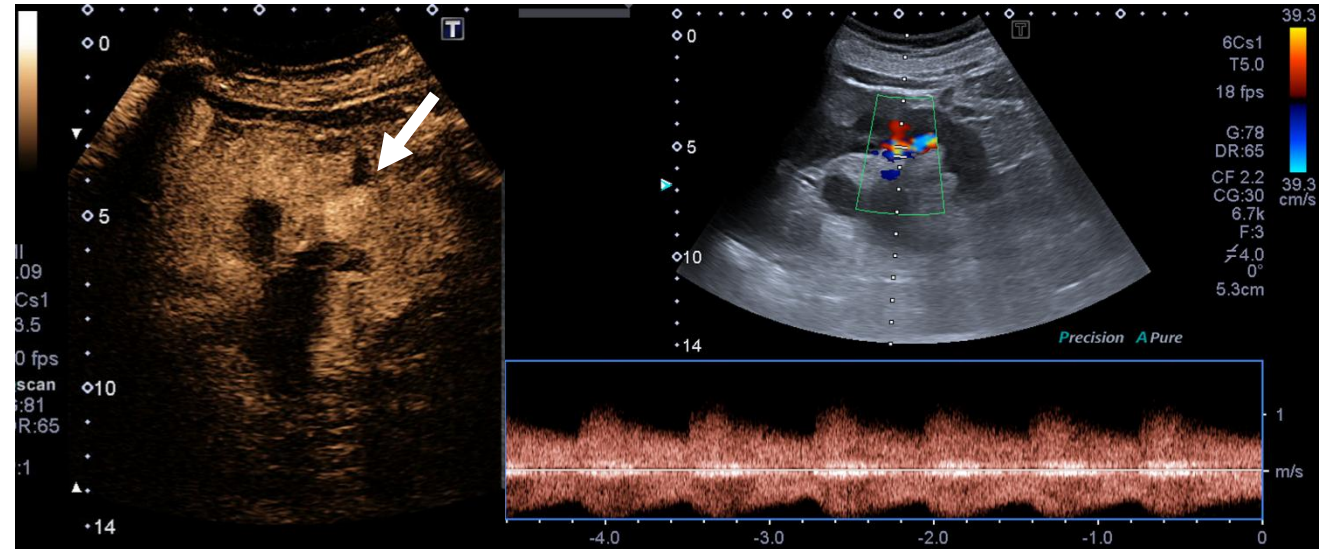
CEUS de injerto renal con fístula arteriovenosa (flecha) confirmando alto flujo mediante estudio Doppler.
